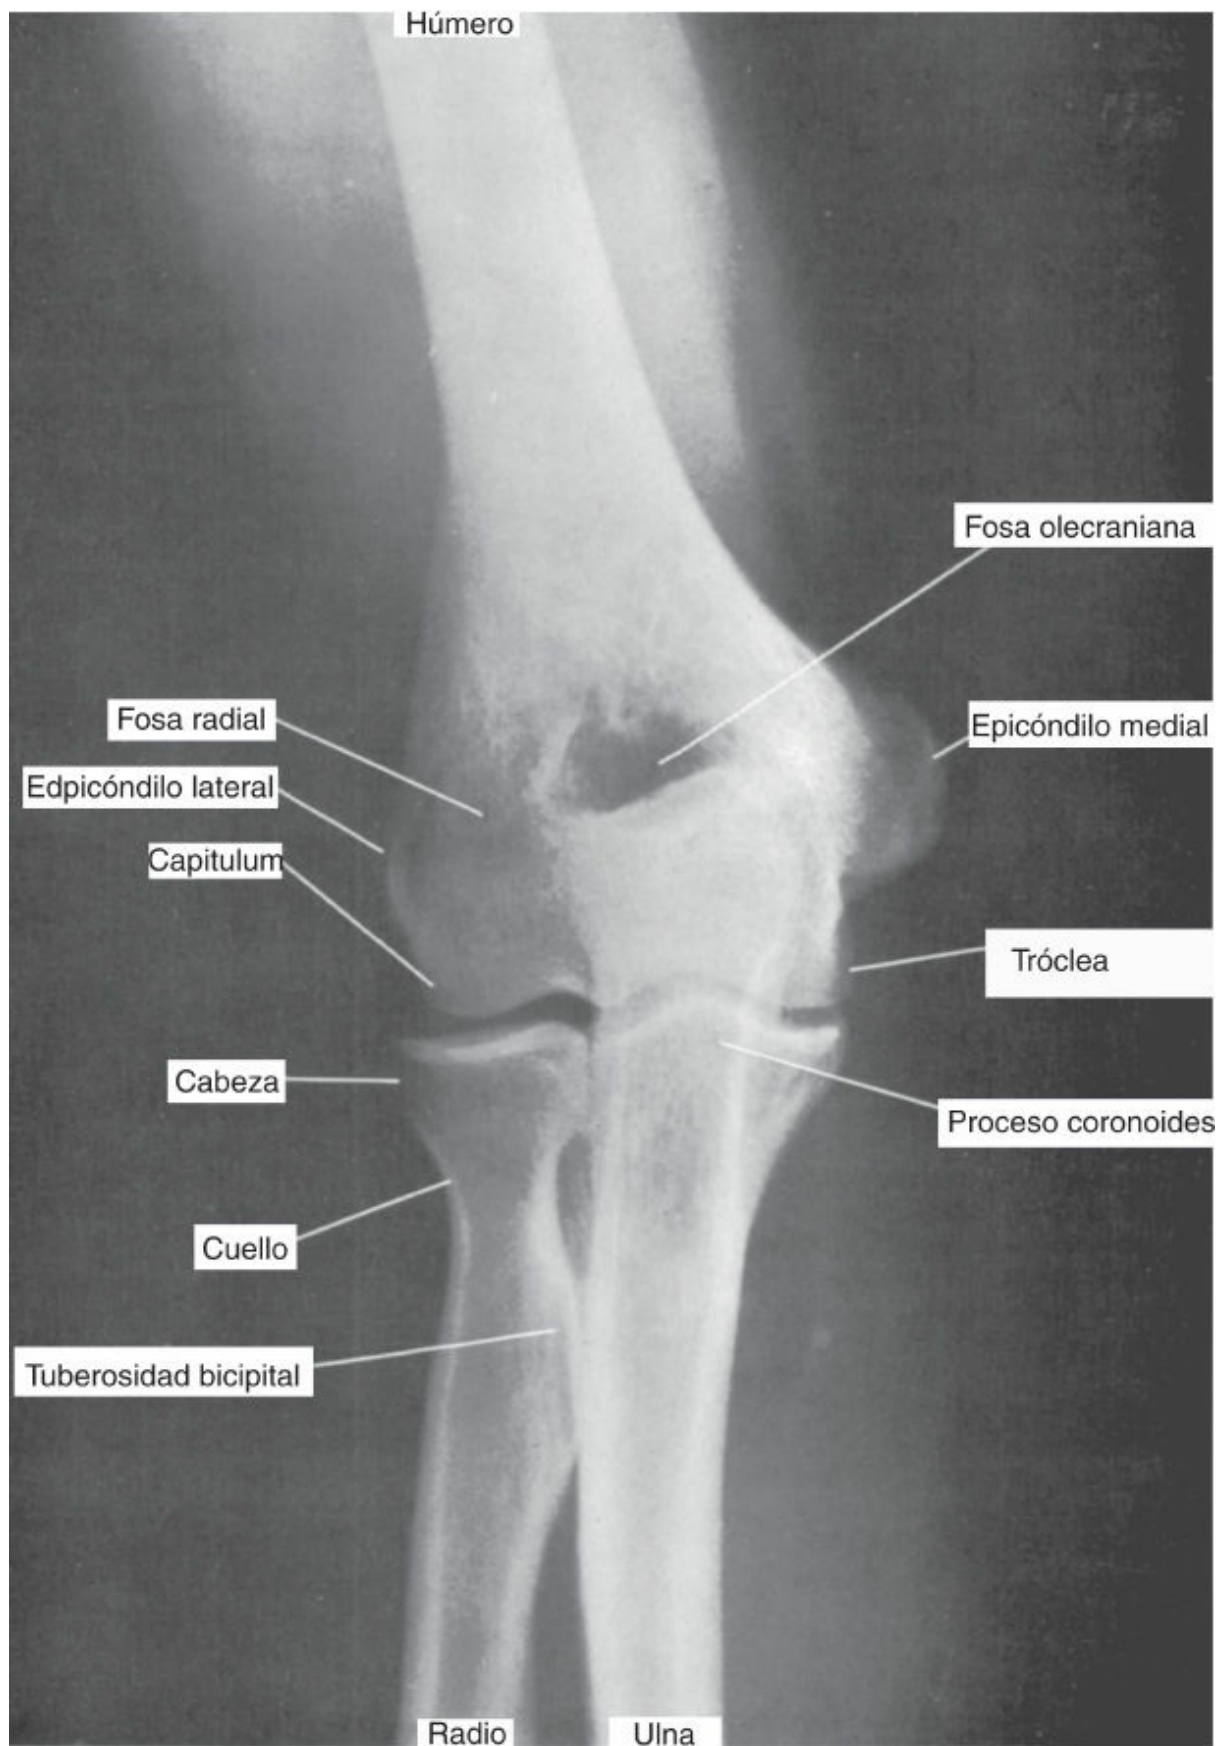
Radiografía anteroposterior de la región del codo en el adulto.
